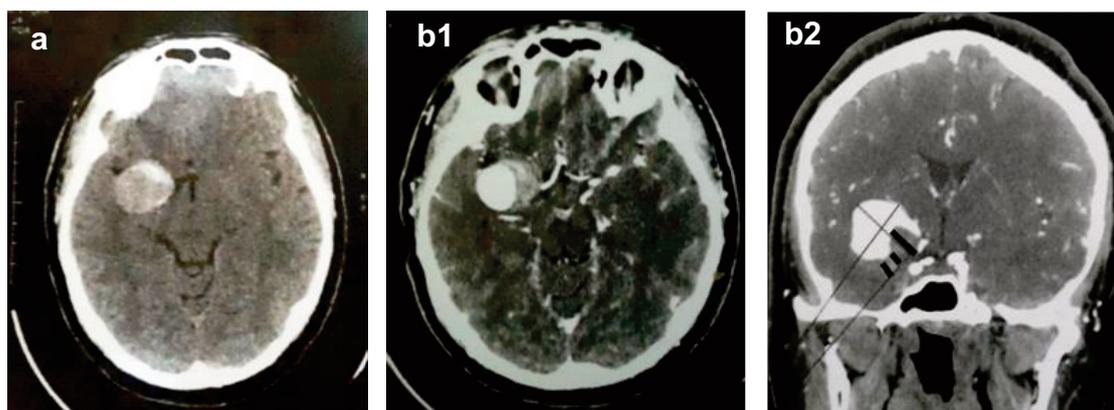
a. TDM cérébrale sans PDC montrant un anévrisme géant de l'artère cérébrale moyenne droite.
